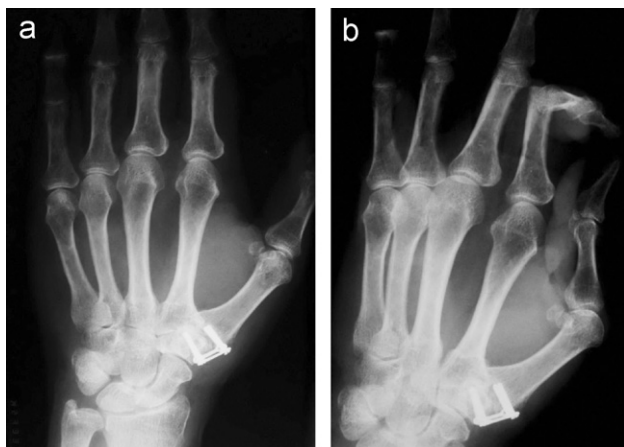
Radiografía anteroposterior (a) y oblicua (b) de artrodesis trapeciometacarpiana sintetizada con placa cuadrangular.
